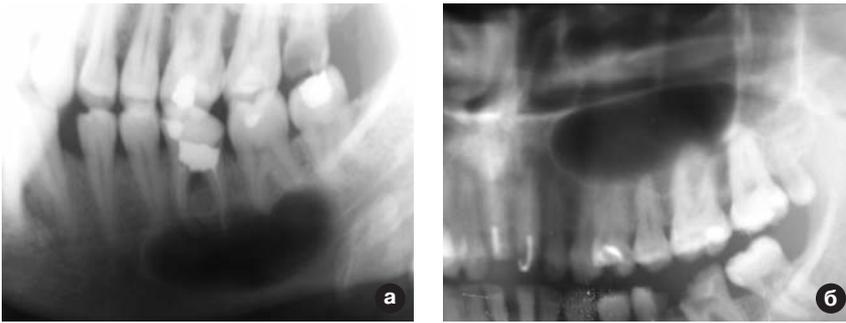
Рентгенограммы больных с радикулярными кистами, расположенными на нижней (а) и верхней (б) челюсти.
